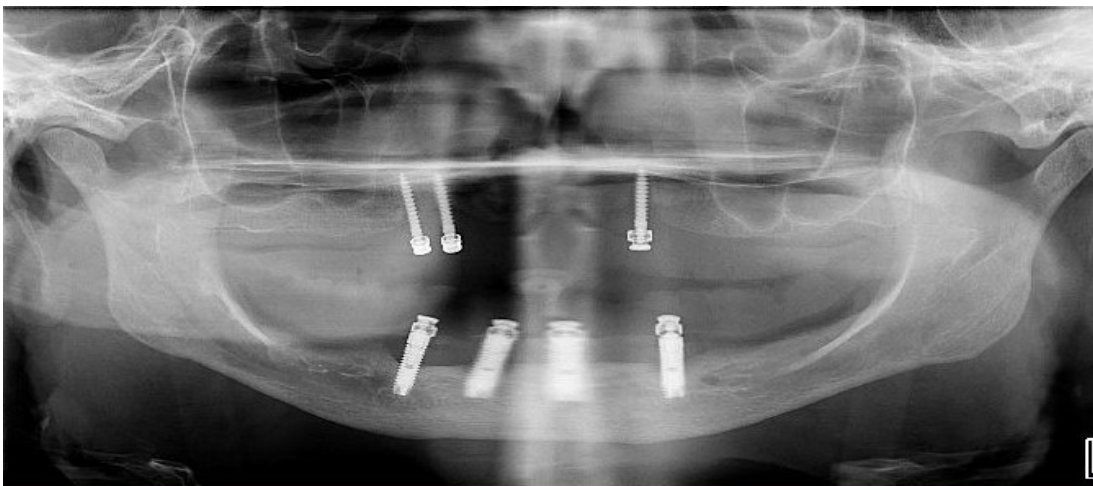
Ortopantomografia realizada antes da análise clínica
